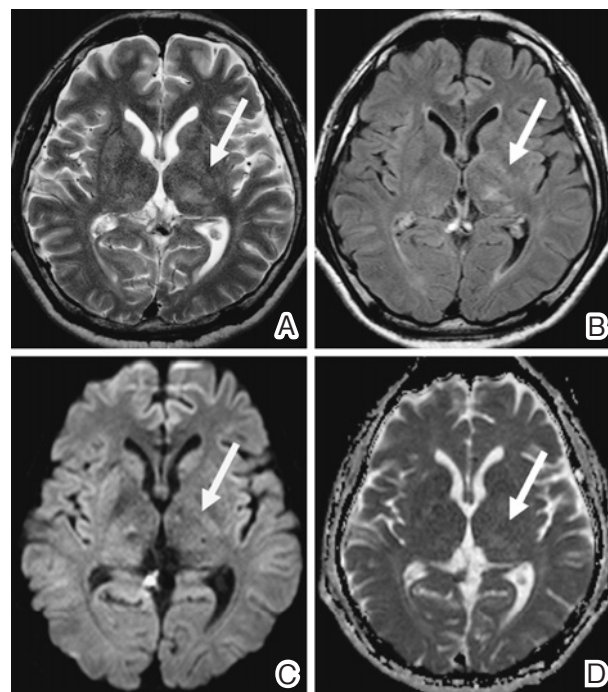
On post-treatment (A) T₂-weighted MRI, (B) FLAIR sequence, (C) DWI and (D) ADC-map. The hyperintense area has disappeared (arrows).
